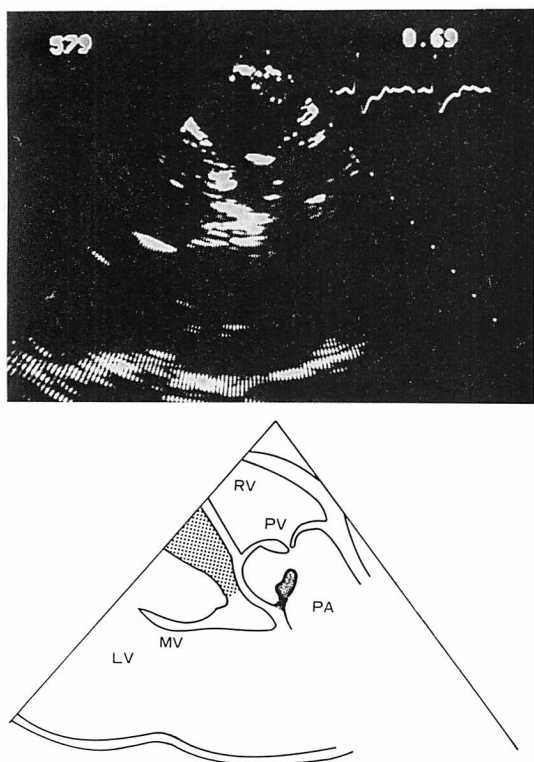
Long axis view of the right ventricular outflow tract (cross-sectional echocardiographic study) of the same patient as in Fig. 5.
